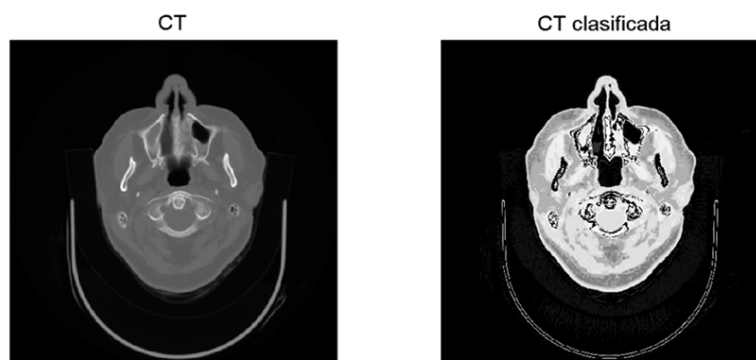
Resultados obtenidos al aplicar el algoritmo de segmentación^{[92],[93]} descrito por la ecuación 3.13 para una imagen CT del Sistema Nervioso Central. El umbral utilizado en esta situación fue del 20 %.
